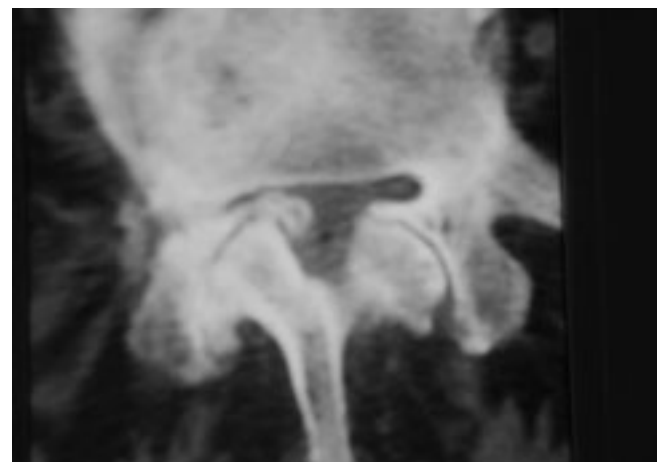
Sténose du récessus latéral droit de L5 par arthrose zygapophysaire. Coupe TDM axiale.
